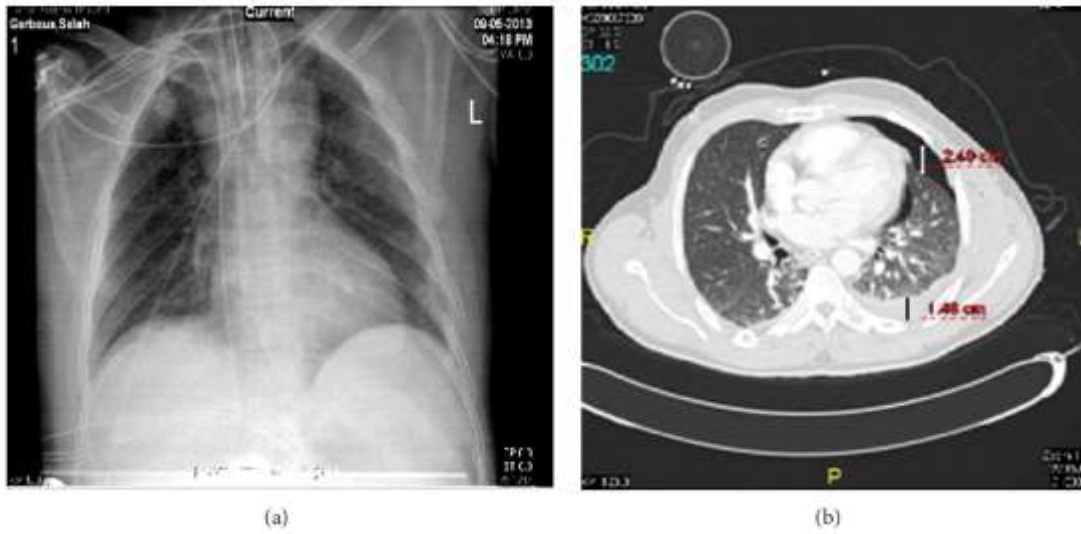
(A) :La radiographie thoracique standard initiale.
